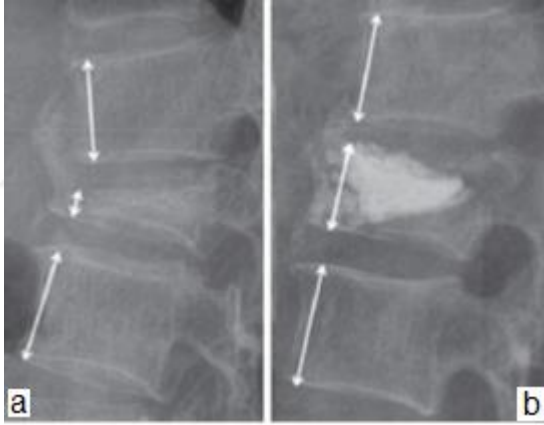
Dorsolumbar Omurga Anteroposterior X-ray Görüntüsü. (a) Osteoporotik Vertebra Gövde Kırığı. (b) Yüksekliğin Sement ile Restorasyonu.
